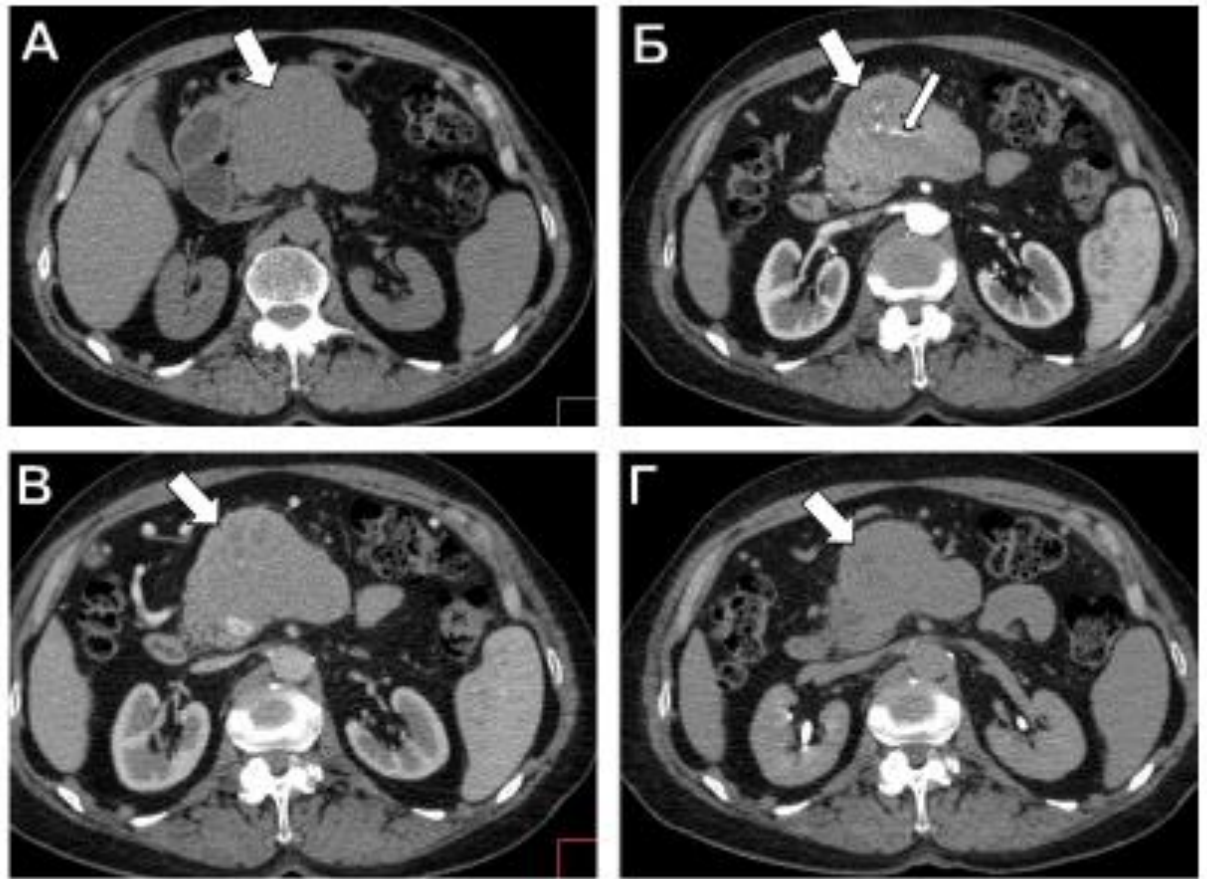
нефункционирующая НЭО перешейка поджелудочной железы, Grade 3 (отмечена толстой стрелкой), питающая артерия (отмечена тонкой стрелкой). Серия МСКТ-изображений полученных в нативную (А), артериальную (Б), венозную (В) и отсроченную (Г) фазы контрастного усиления
